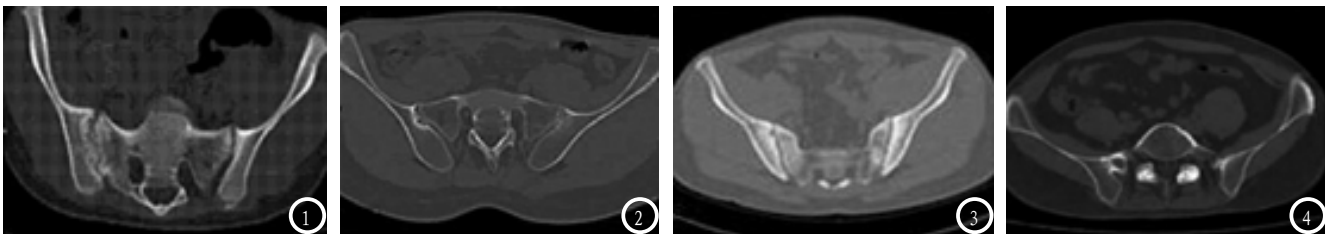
CT分级 I 级；图2 CT分级 II 级；图3 CT分级 III 级；图4 CT分级 IV 级。
